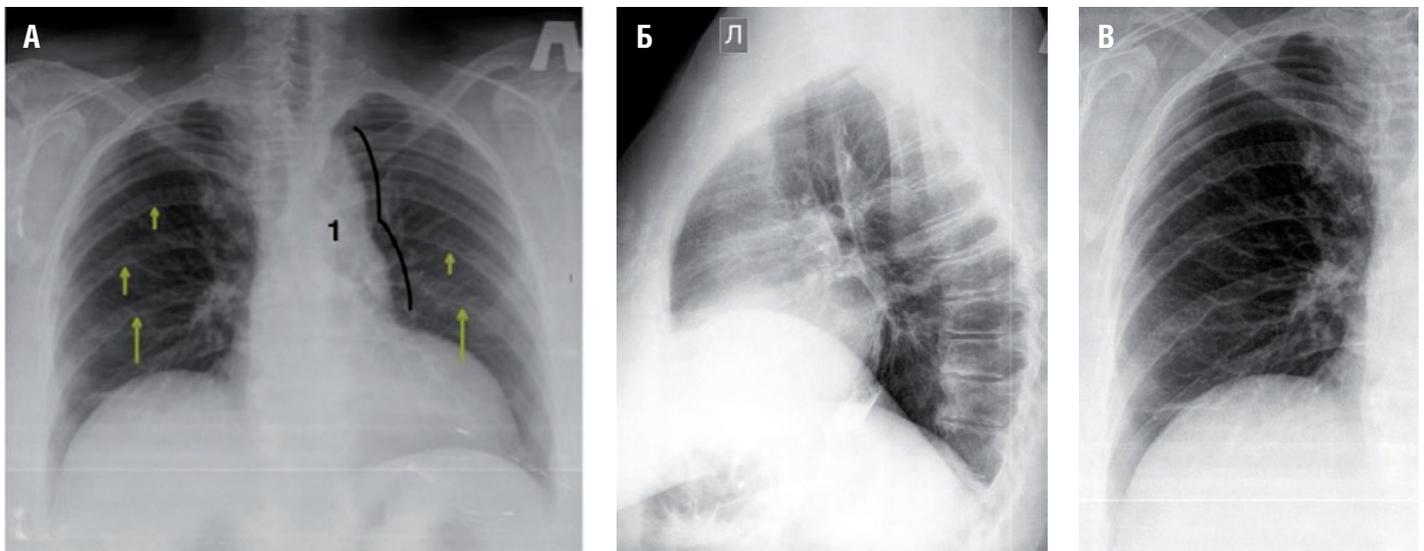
Рентгенография органов грудной клетки в заднепередней (а), левой боковой (б) проекциях, рентгенограмма левого гемиторакса с увеличением (в). Деформация аорты в виде симптома «цифры 3» (1), характерные узурры ребер (стрелки). [собственные данные]
